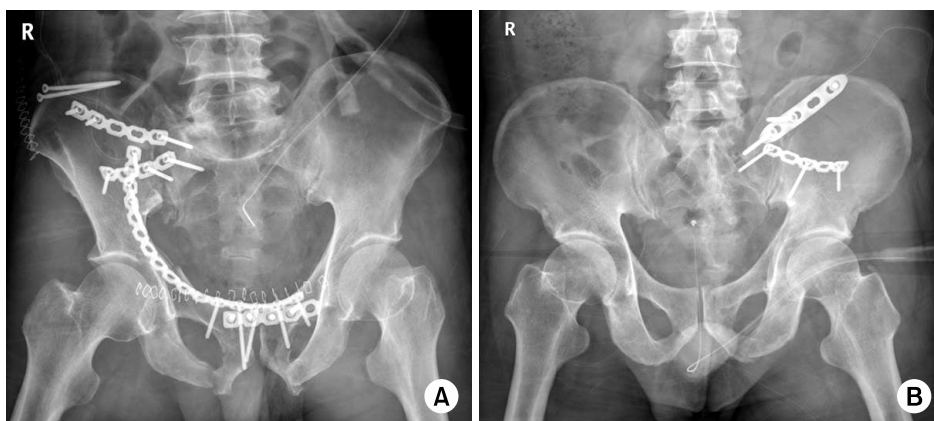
(A) Radiograph shows intra-pelvic anterior approach & plate fixation with anterior ring fixation. (B) Radiograph shows intra-pelvic anterior approach & plate fixation without anterior ring fixation.
